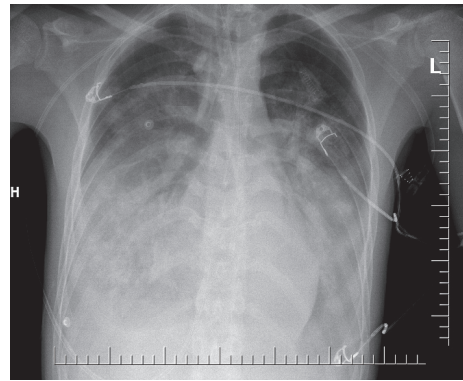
Рентгенограмма органов грудной клетки больного С., 21 года, со вторичным синдромом Такоцубо при поступлении в НИИ СП им. Н.В. Склифосовского
